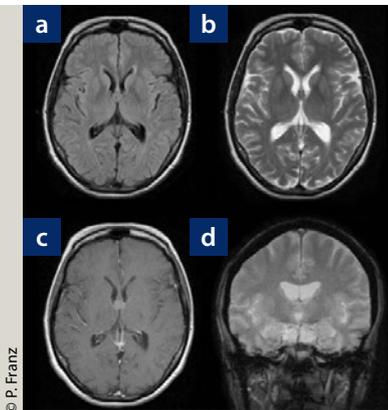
Die MRT-Untersuchung 14 Jahre nach der Erstdiagnose der Kolloidzyste zeigt diese im Verlauf unverändert direkt am Foramen Monroi. Das Signalverhalten ist in den (a) FLAIR, (b) T2-gewichteten Sequenzen isointens und daher nur schwer abgrenzbar. Auch nach Kontrastmittelgabe (c) und in den koronaren Schichten ist die Zyste nur durch die Aussparung am kranialen Eingang des dritten Ventrikels erkennbar. Eine Liquorzirkulationsstörung ist unverändert nicht nachweisbar.
